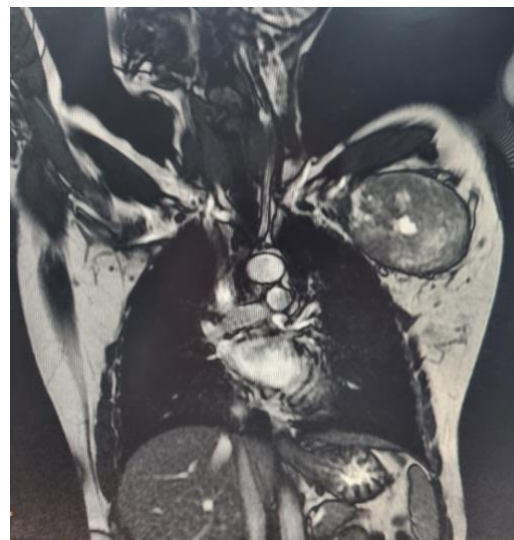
IRM thoracique montrant la présence d'une masse fusiforme étendue à l'espace inter-scalénique.
